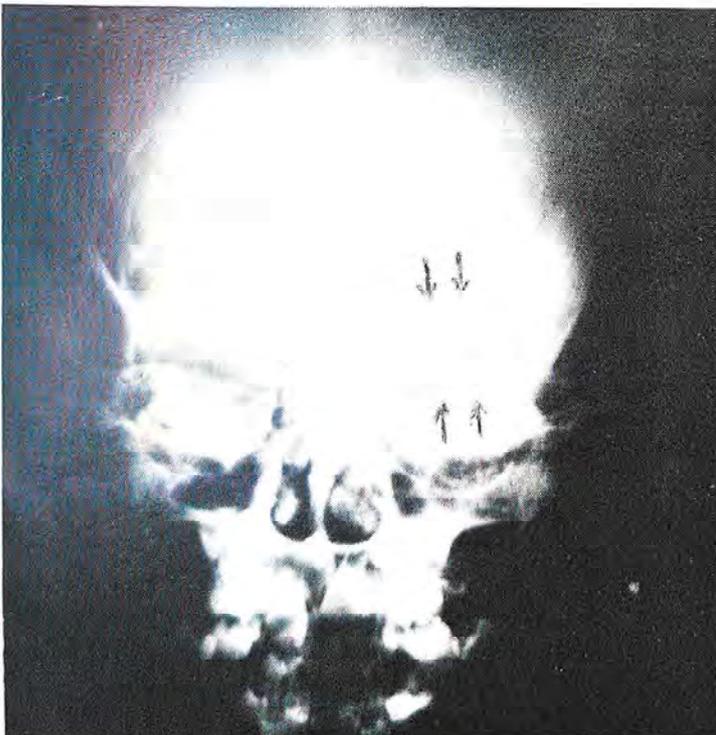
Radiografia simples em que vemos (setas) o "crescimento" tumoral de displasia fibrótica. Notar a diminuição do volume da órbita.
